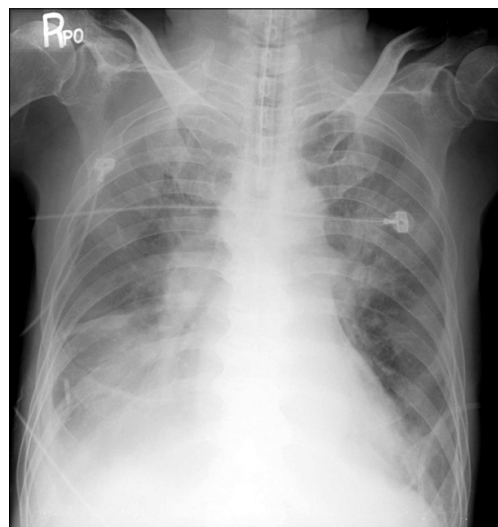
Chest X-ray showed pulmonary edema and right pleural effusion at the 8th hospital day.
